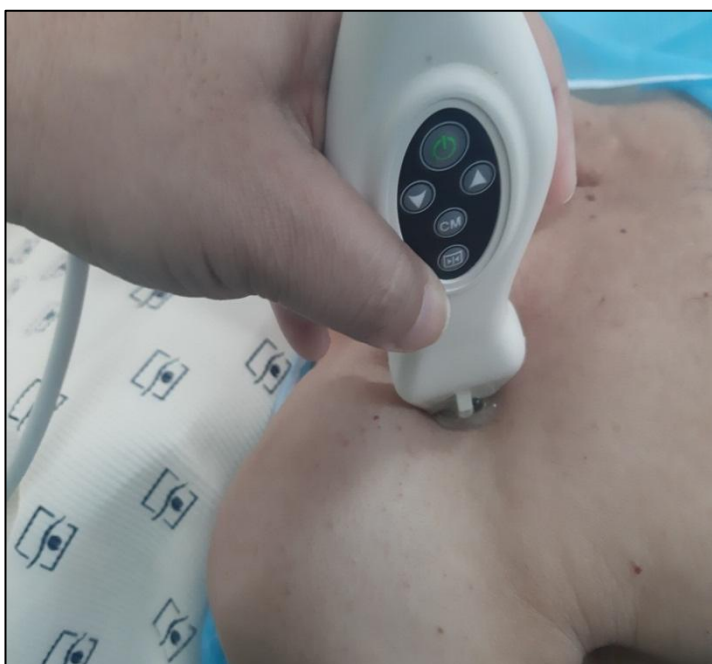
Position de la sonde d'échographie pour repérage de la veine sous Clavière droite.
